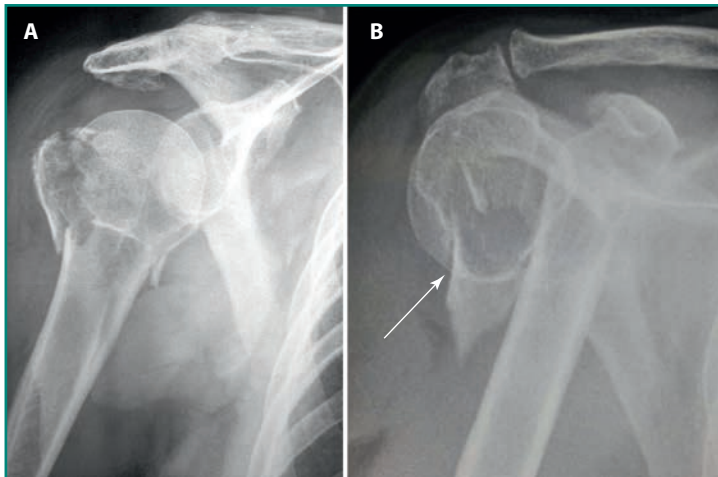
(A) Radiografía de fractura de húmero proximal no desplazada, y (B) desplazada.
